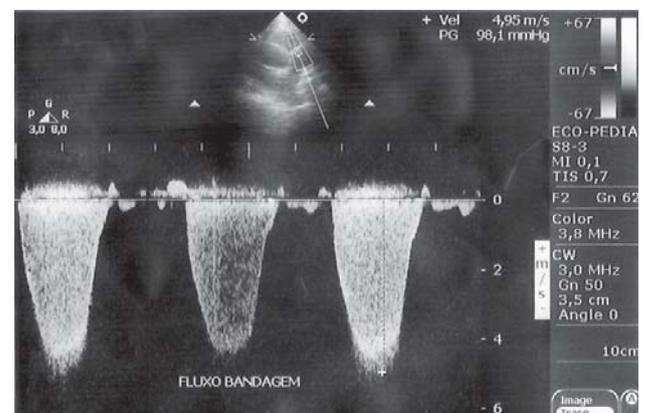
Traçado de Doppler contínuo mostrando gradiente sistólico pela bandagem do tronco pulmonar de 98 mmHg
